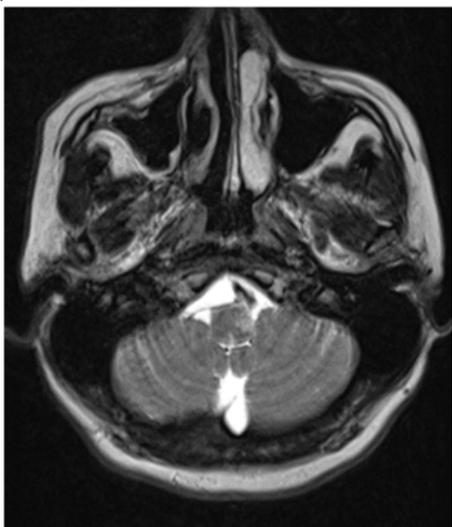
Resonancia magnética cerebral simple secuencia T2 corte transversal. Infarto bulbar lateral izquierdo.
